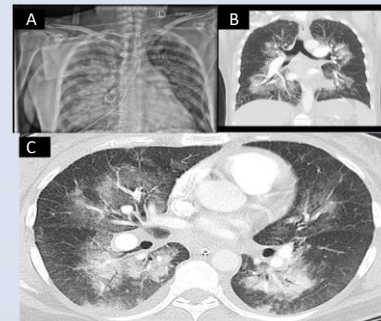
Femme 45 ans. Cliché thoracique (A) et coupe TDM coronale (B) et axiale (C) en fenêtre parenchymateuse. Emphème pulmonaire.
